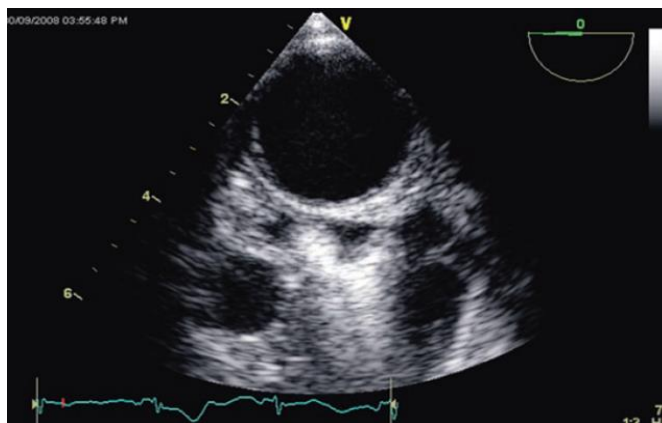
Mặt cắt hai tĩnh mạch (Nguồn: M.Belham. *Transesophageal echocardiography in clinical practice*. © Springer-Verlag London Limited 2009)
